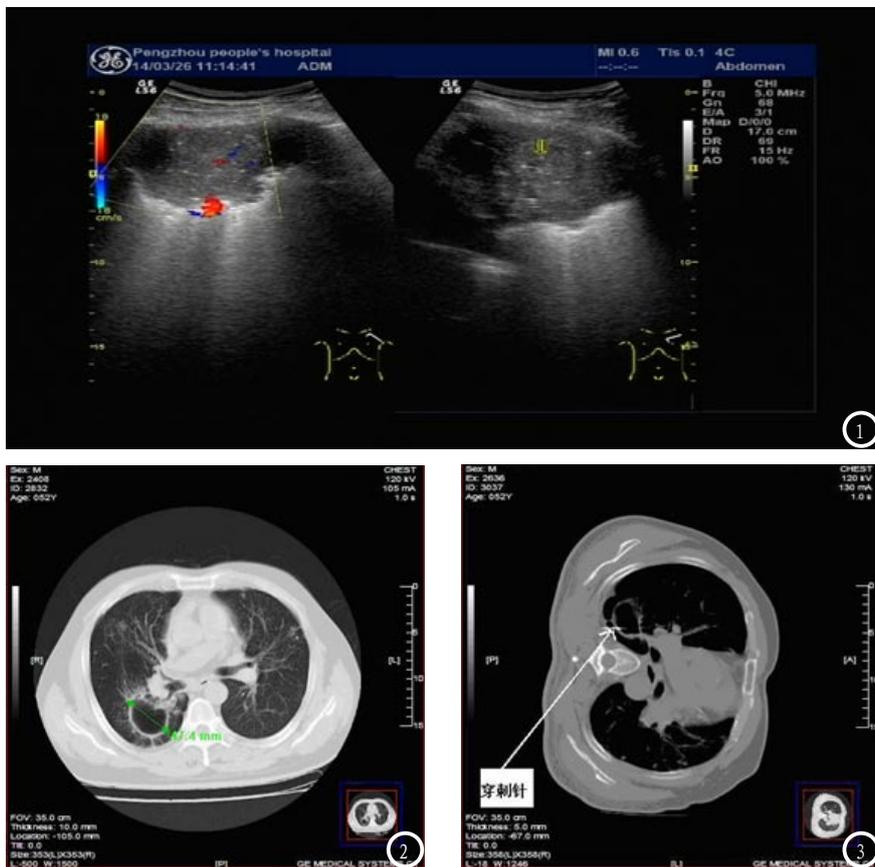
超声引导经皮肺穿刺组织活检声像图。图2 CT定位病灶直径大小。图3 CT引导经皮肺穿刺组织活检声像图。
